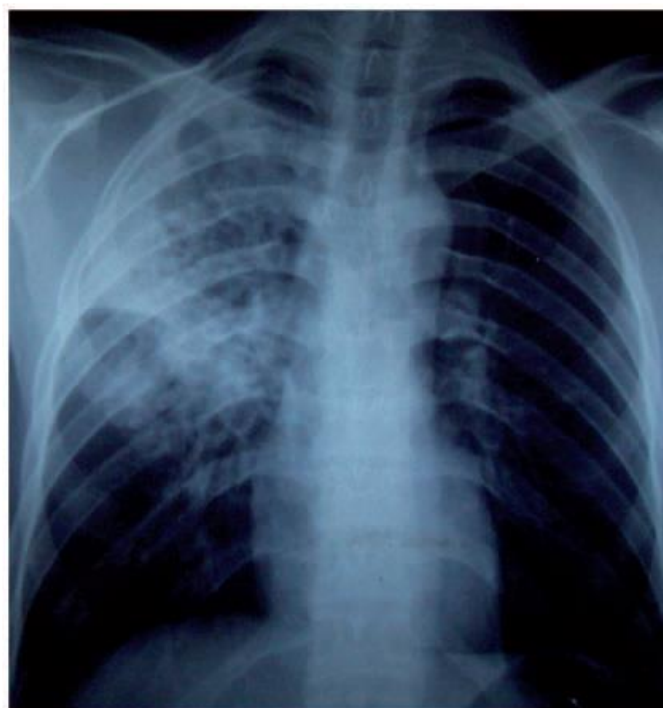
Radiographie thoracique de contrôle montrant la persistance des lésions [54].
